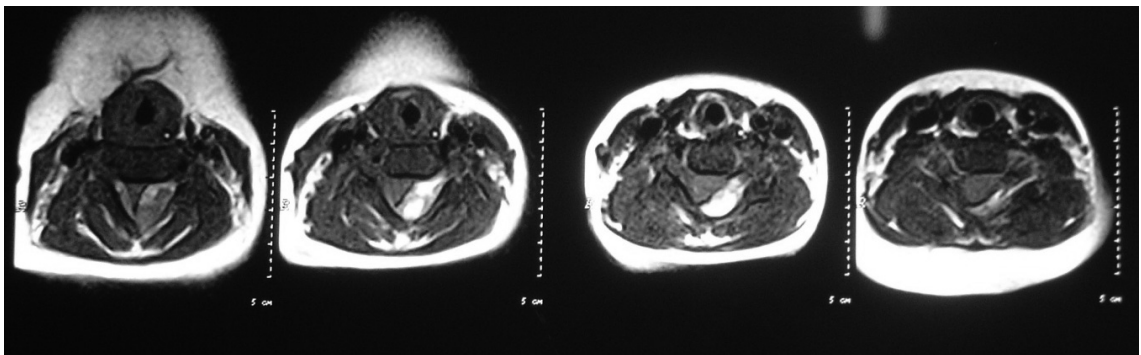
Resonancia Magnética de Médula espinal proyecciones axiales
